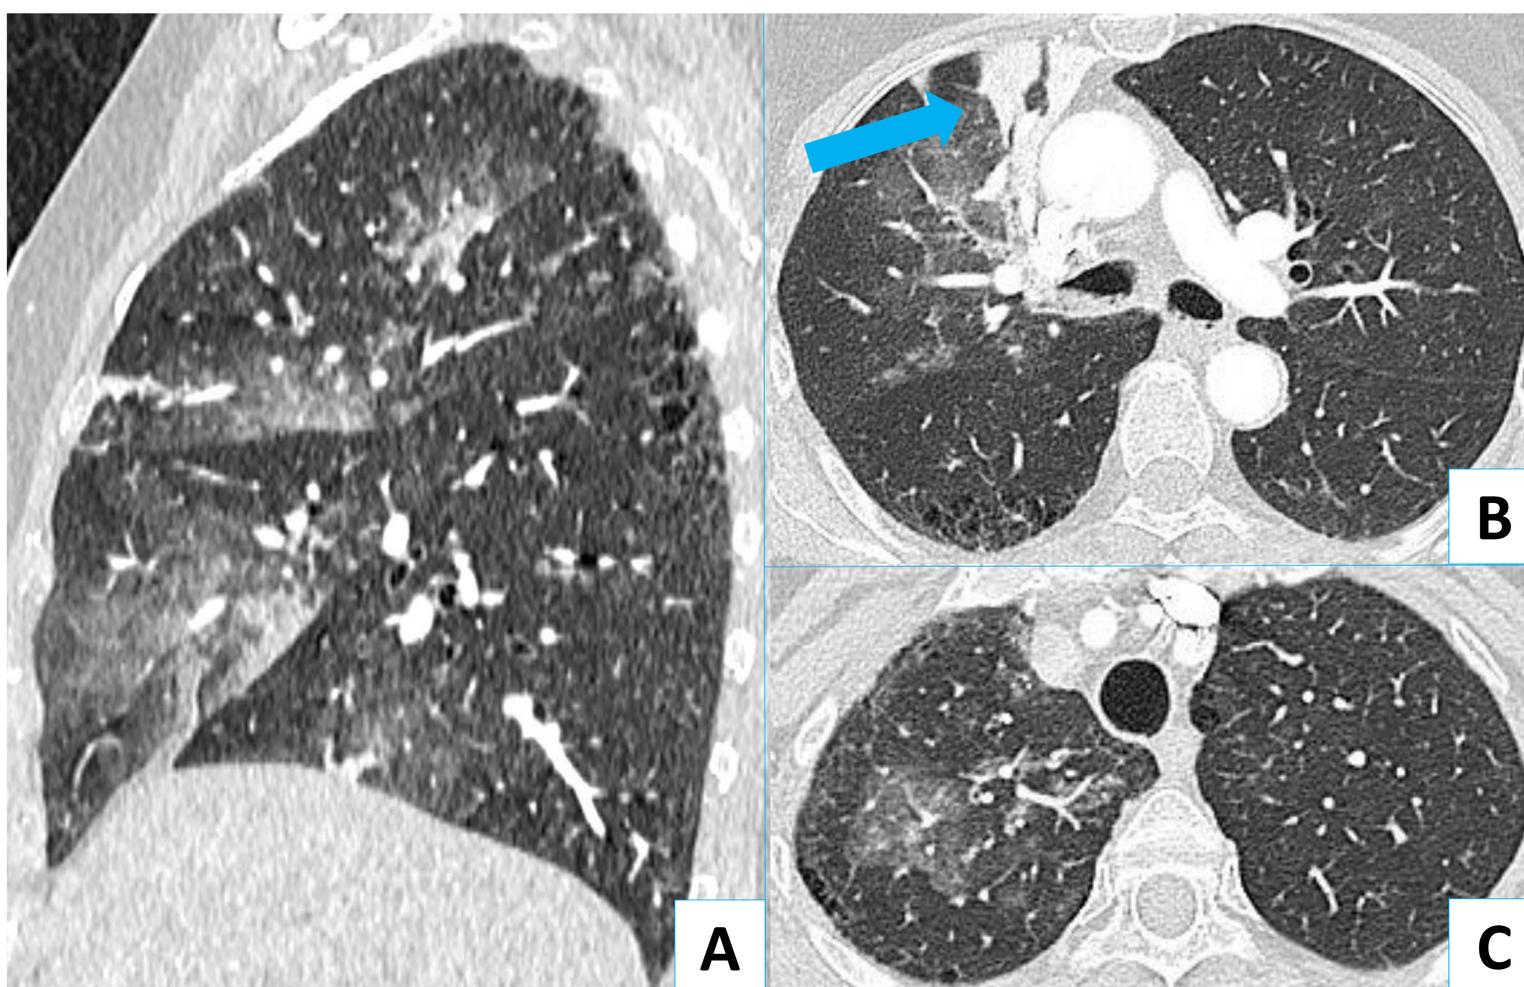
Hemoptisis franca de 100 cc en 12 horas. TC de tórax con CIV en ventana de pulmón en planos sagital (A) y axial (B y C). Opacidades pulmonares con atenuación “en vidrio deslustrado” en lóbulos superior, medio e inferior derechos y condensación paramediastínica en el lóbulo superior (flecha azul), hallazgos compatibles con hemorragia alveolar. Contenido en el interior de los bronquios principales, sobre todo en el derecho, sugestivo de contenido hemático.
